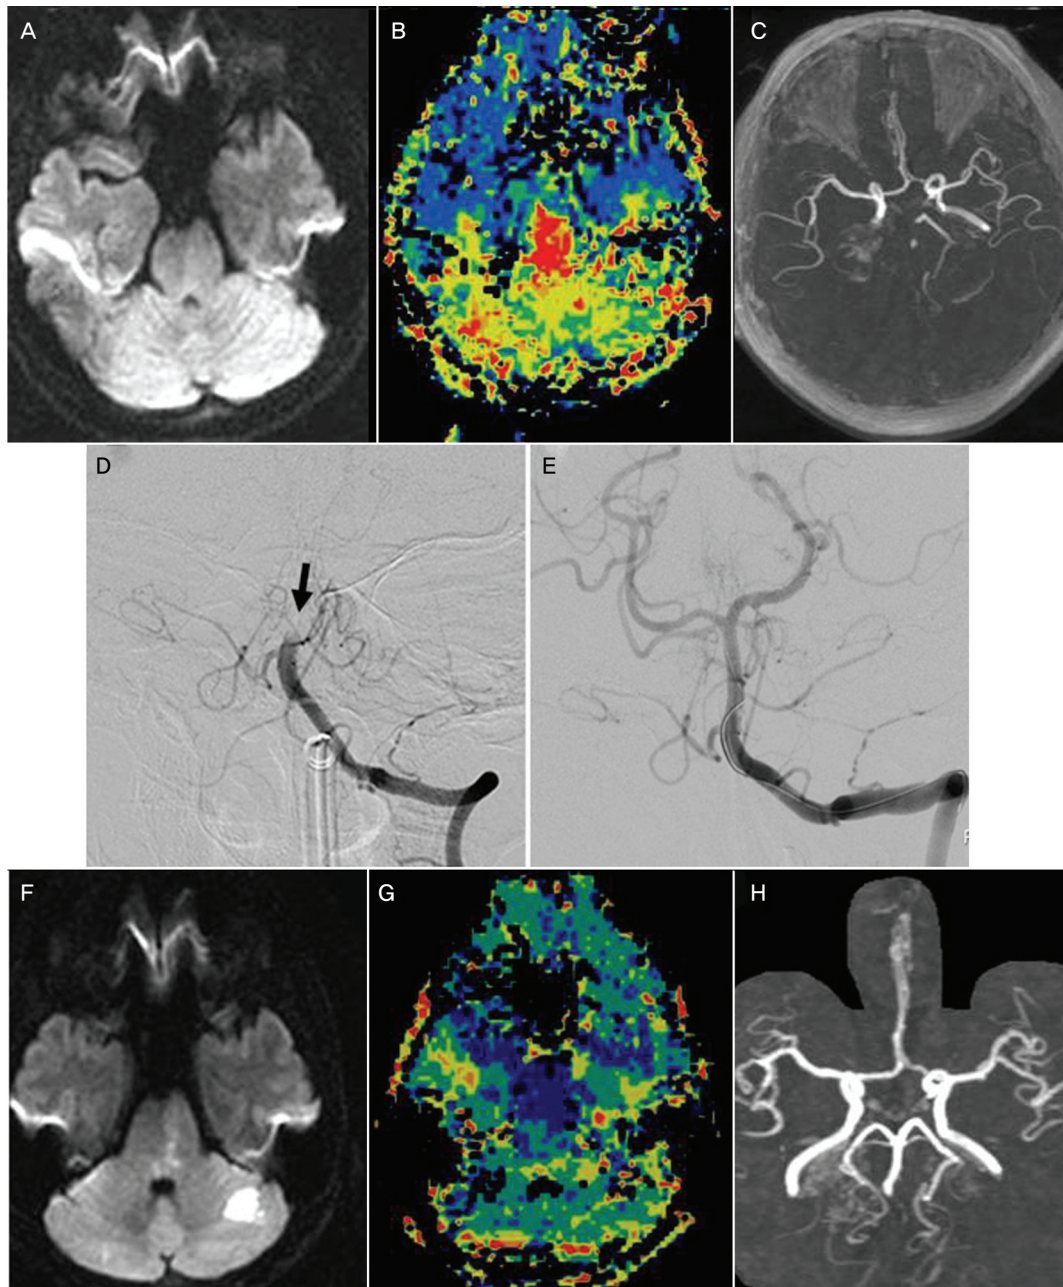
Neuroimaging findings of the patient. Diffusion-weighted image at one hour of stroke (A) shows no signal change. There are large perfusion defects in the bilateral cerebellums and brainstem on perfusion-weighted image (B), and no visualization of the basilar artery on MR angiography (C). Conventional angiography reveals an occlusion of the middle portion of the basilar artery (arrow, D). After intra-arterial injection of urokinase and mechanical thrombolysis, successfully recanalized basilar artery is seen (E). Follow-up MRI on the 2nd day show small infarctions on the left cerebellar hemisphere and paramedian dorsal pons on diffusion-weighted image (F), no perfusion defect on perfusion-weighted image (G), and the fully recanalized basilar artery on MR angiography (H).
